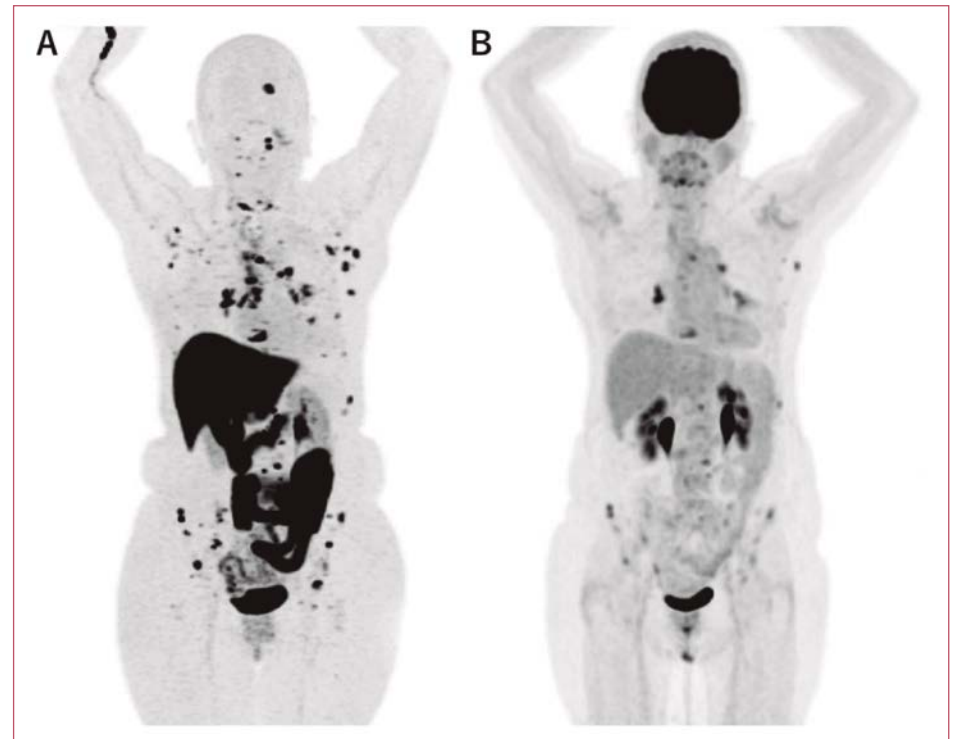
Imagens comparativas da mesma paciente que realizou os exames de PET-FDG (B), e posteriormente, PET-FES (A). O PET-FES apresentou maior sensibilidade para a detecção de lesões ósseas secundárias. Observa-se também neste caso, a limitação da avaliação hepática no exame de PET-FES, devido ao metabolismo hepático do radiotraçador.
